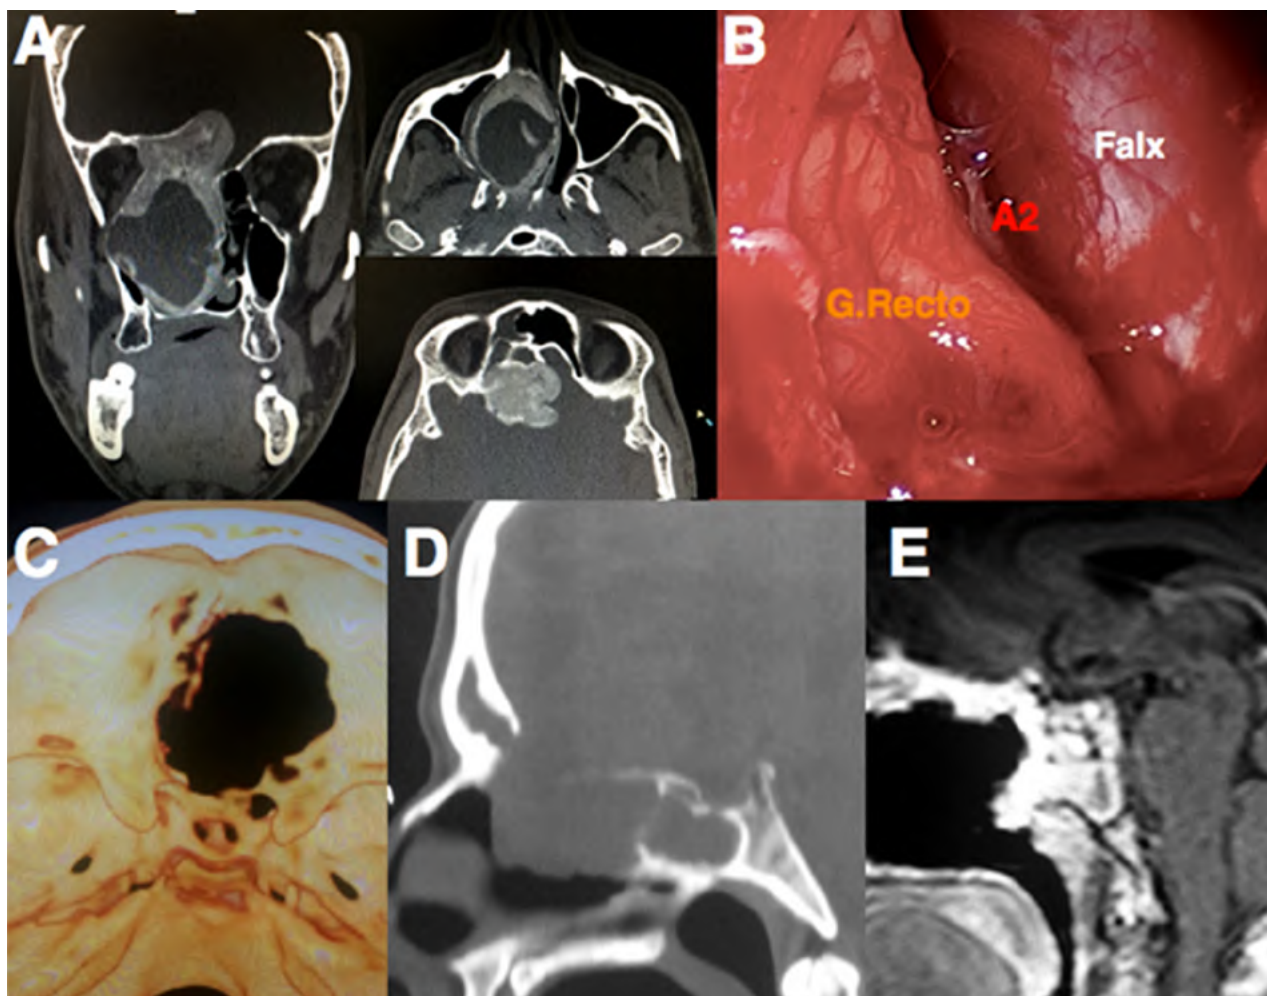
Abordaje Transcriboso. A) Imágenes de TC preoperatorias en las que se evidencia una lesión quística calcificada (osteoma quístico). B) Vista intramural tras la resección completa de la lesión. C) Reconstrucción 3D en TC que muestra el defecto tras el abordaje. D) TC control que evidencia exéresis completa de la lesión y el techo etmoidal, con apertura parcial del seno frontal. E) Reconstrucción satisfactoria con HBF.
